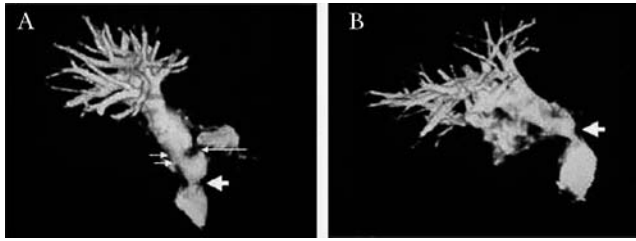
Imagen de reconstrucción tridimensional de resonancia magnética nuclear, donde se muestran importantes estenosis en el origen de ambas ramas pulmonares (flechas delgadas) y en tronco pulmonar (flechas gruesas).
